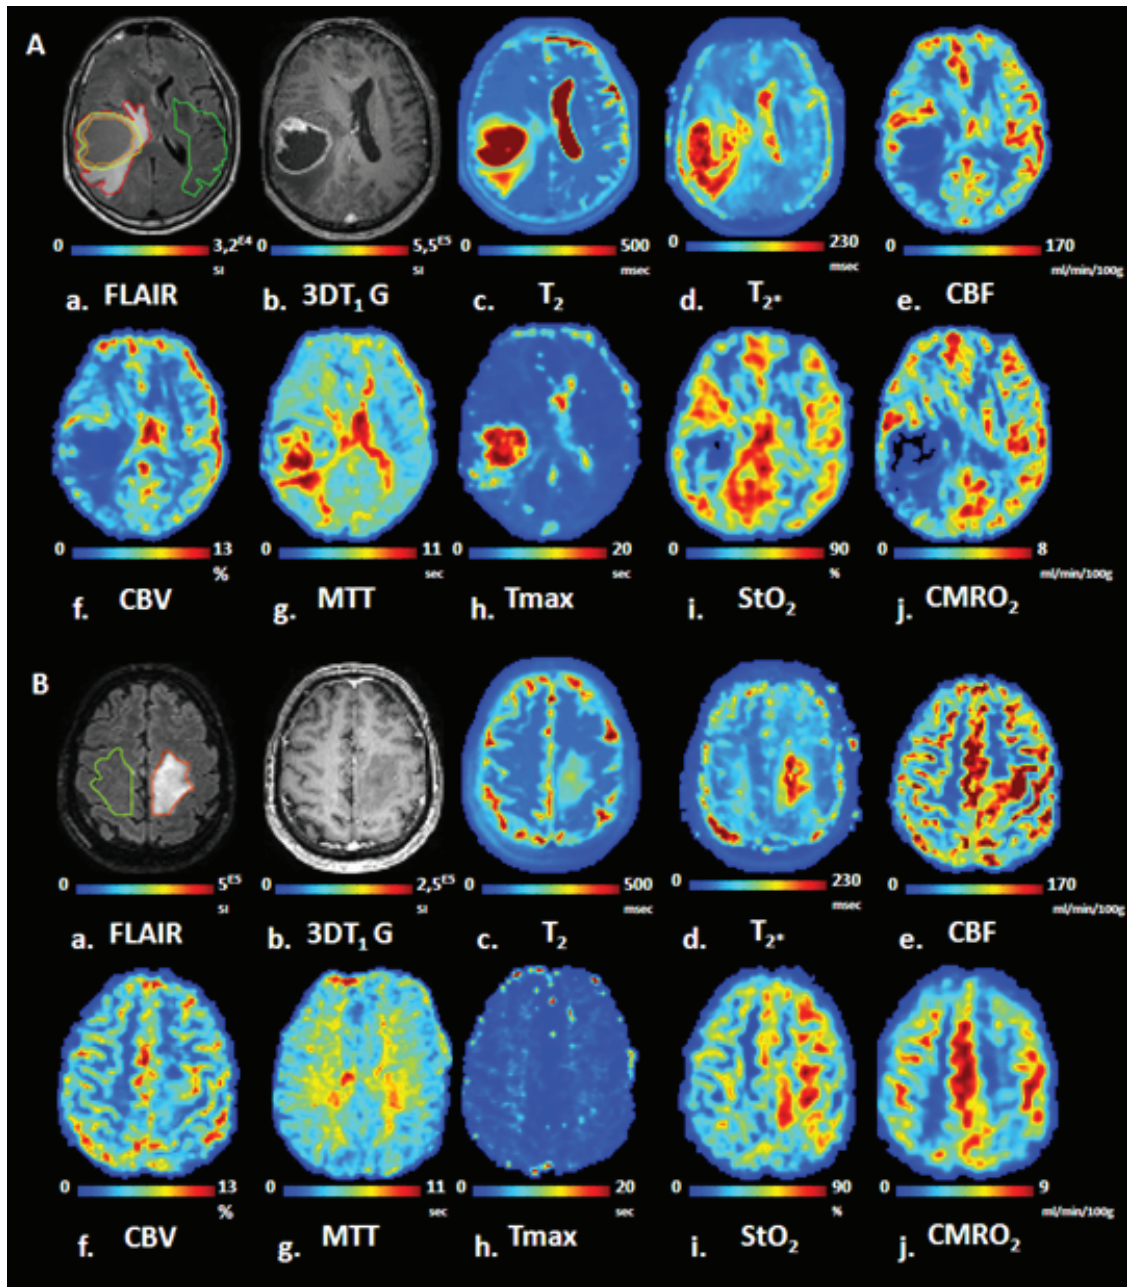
Acquisitions en pondération FLAIR (a), 3DT₁ (b) avec injection de gadolinium et cartographies T₂ (c), T₂^{*} (d), CBF (e), CBV (f), MTT (g), Tmax (h), StO₂ (i), CMRO₂ (j) obtenues sur (A) un patient présentant une tumeur de haut grade (Glioblastome) et (B) un patient présentant une tumeur de bas grade (Oligodendrogliome).
